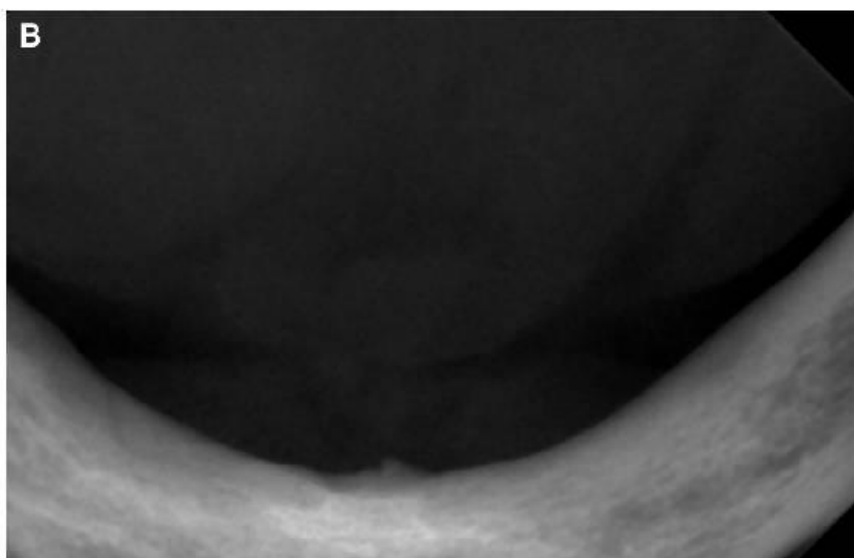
A, Orthopantomogram and B, occlusal radiograph showing neither clear signs of fracture(s) of the mandible nor the genial tubercles. Severe atrophy of the mandible is evident
